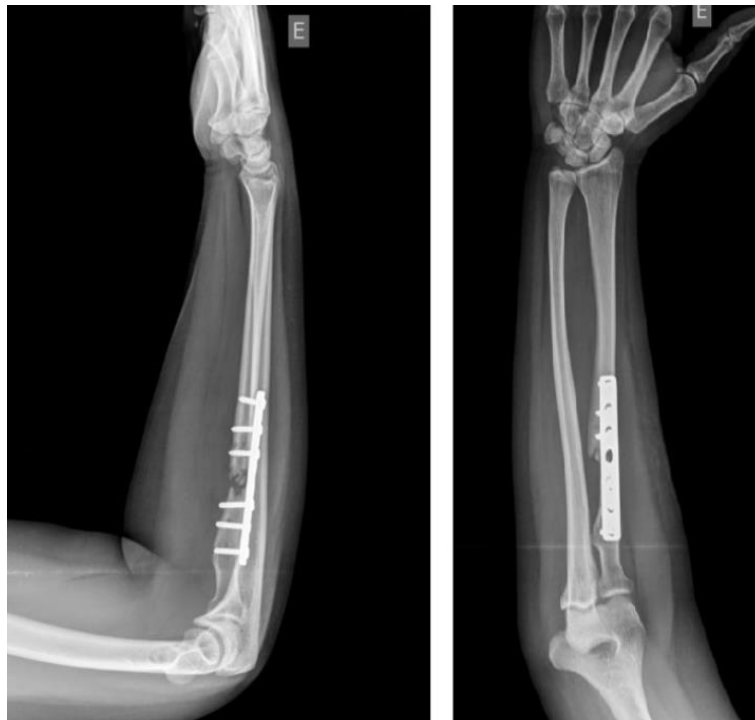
Radiografias de perfil e AP do antebraço com quatro meses de evolução, evidenciando absorção óssea no foco de fratura (pseudoartrose).
